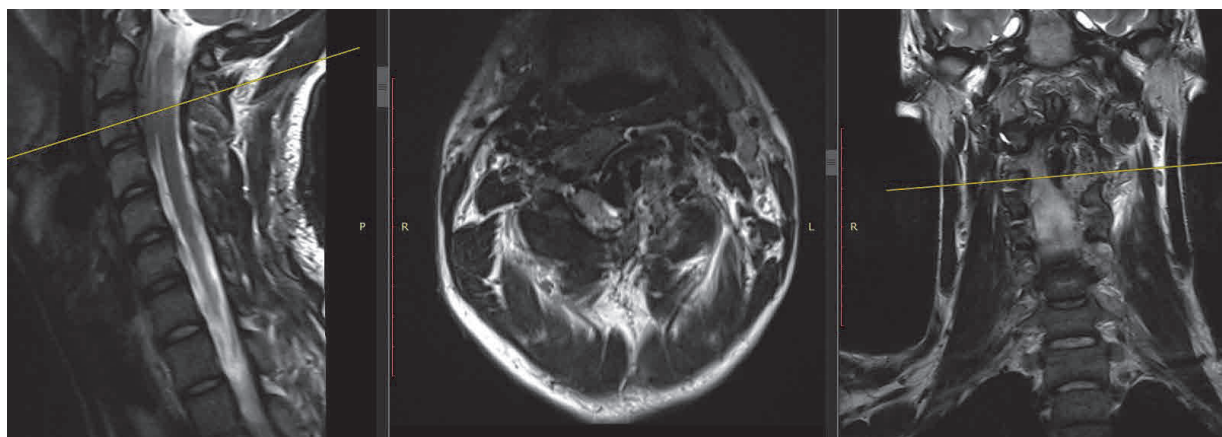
МРТ после операции: субтотальное удаление опухоли
